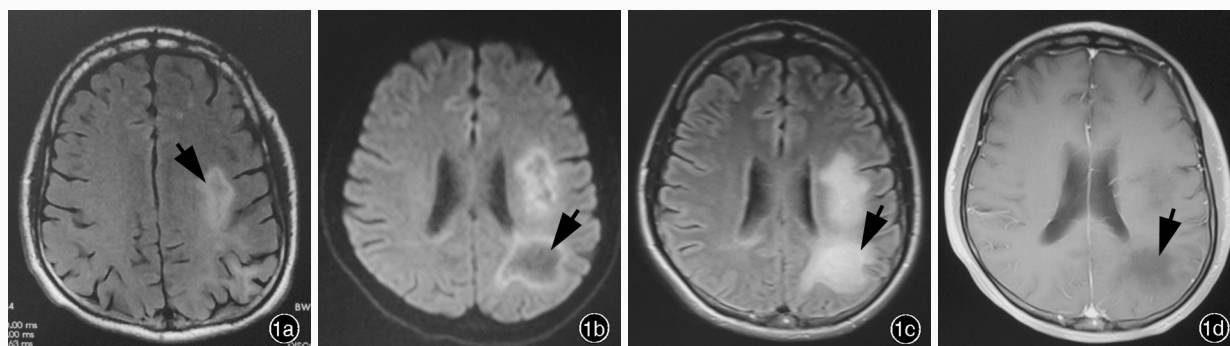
例1患者头部MRI检查所见 1a 入院前1个月(2015年5月2日)横断面FLAIR成像显示,左侧半卵圆中心高信号(箭头所示) 1b 入院时(2015年6月4日)横断面DWI显示,左侧顶叶、侧脑室旁多发病灶,病灶中心呈低信号、周围呈高信号(箭头所示) 1c 横断面FLAIR成像显示,左侧顶叶、侧脑室旁高信号,病灶范围较前扩大(箭头所示) 1d 横断面增强T₁WI显示,病灶无异常对比强化(箭头所示)
